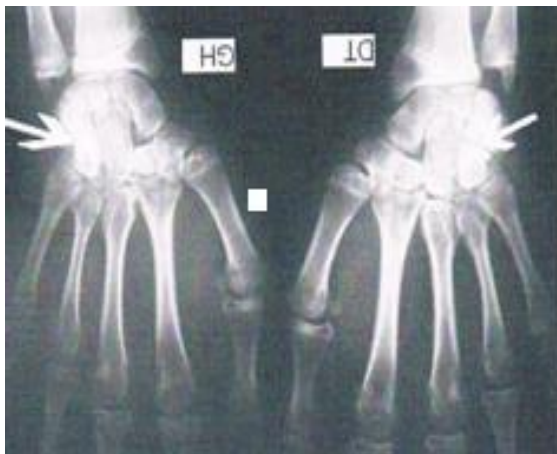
Radiographie de face des deux poignets montrant un pont osseux bilatéral entre le pisiforme et l'hamulus de l'hamatum.
